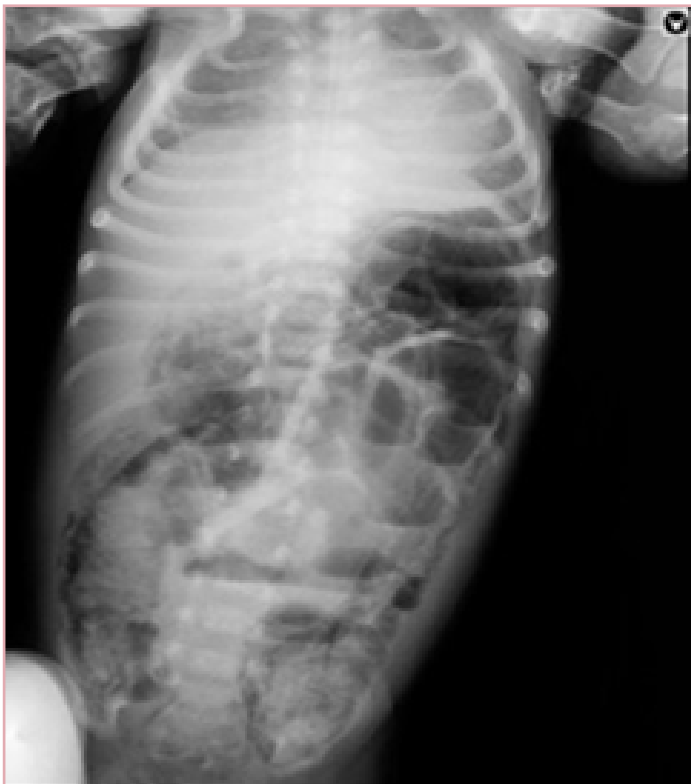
Radiografía abdominal con distensión de asas y neumatosis difusa, asociado a niveles hidroaéreos.
